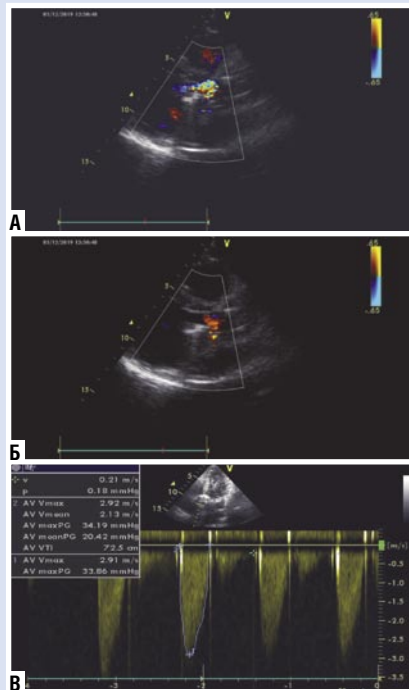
Эхокардиографическая картина протеза аортального клапана. А — в систолу, Б — в диастолу; В — гемодинамические показатели на протезе.
